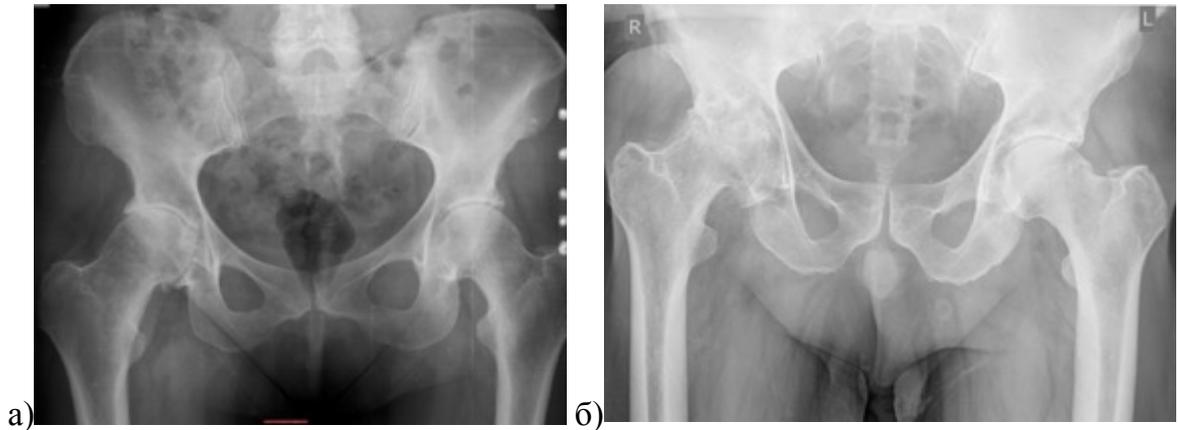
Рентгенограммы пациентов с бедренным типом ФАИ: а) рентгенограммы таза пациентки 61 года, визуализируется характерная форма шейки и головки бедренной кости по типу «рукоятки револьвера», угол α составляет 88° , неравномерное истончение суставной щели до 0,8 мм в верхне-латеральном отделе правого ТБС; б) рентгенограммы пациента 53 лет с двухсторонним вторичным коксартрозом на фоне бедренного типа ФАИ, определяется характерная деформация головок бедренных костей, наличие характерных изменений в еонтрлатеральном суставе позволяет предполагать именно вторичный характер процесса на фоне дисконгруентности суставных поверхностей
